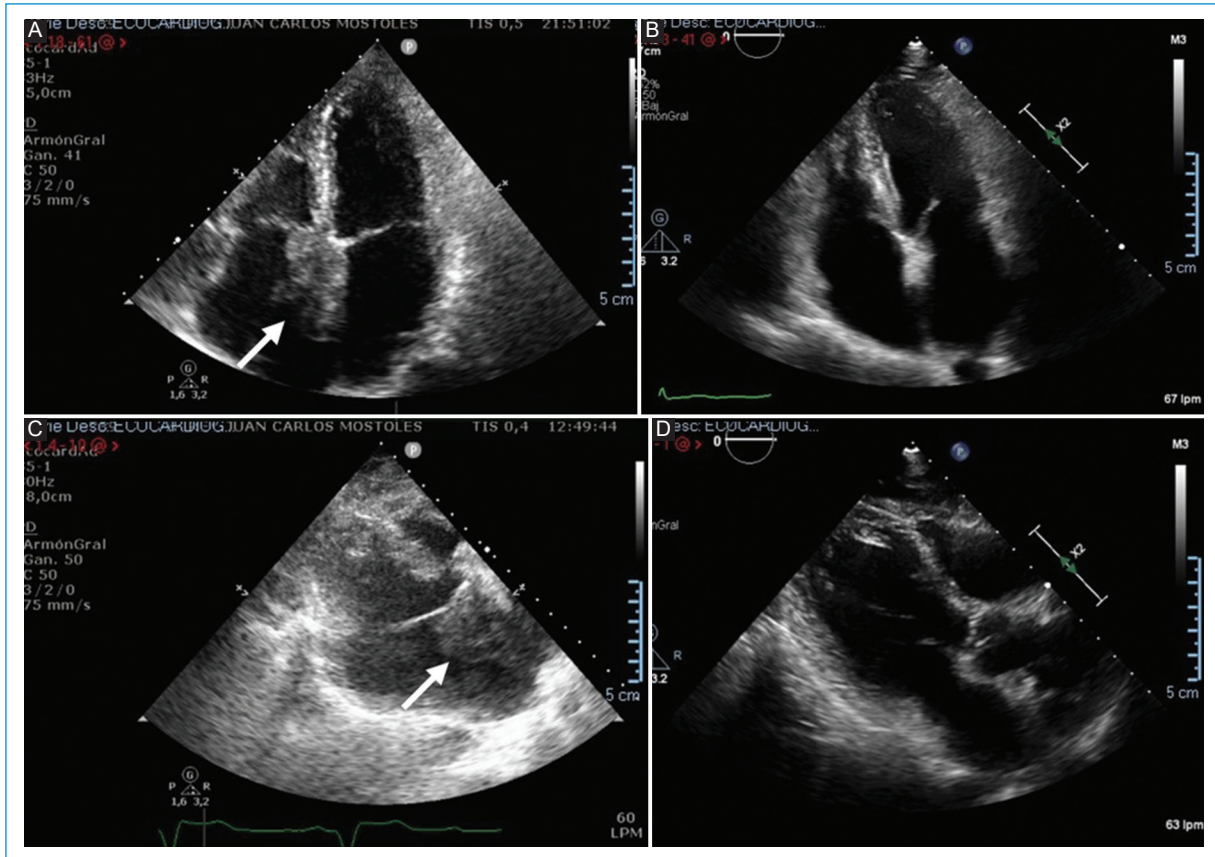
A-B: imágenes de masa tumoral en junio de 2019 (flechas blancas). C-D: imágenes del ecocardiograma previo realizado un año antes, en las que no se aprecia la masa tumoral.
